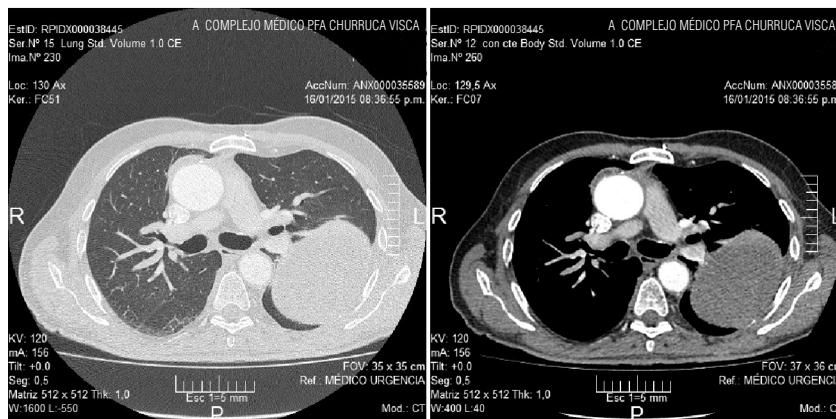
TAC tórax con contraste, ventana mediastinal.
